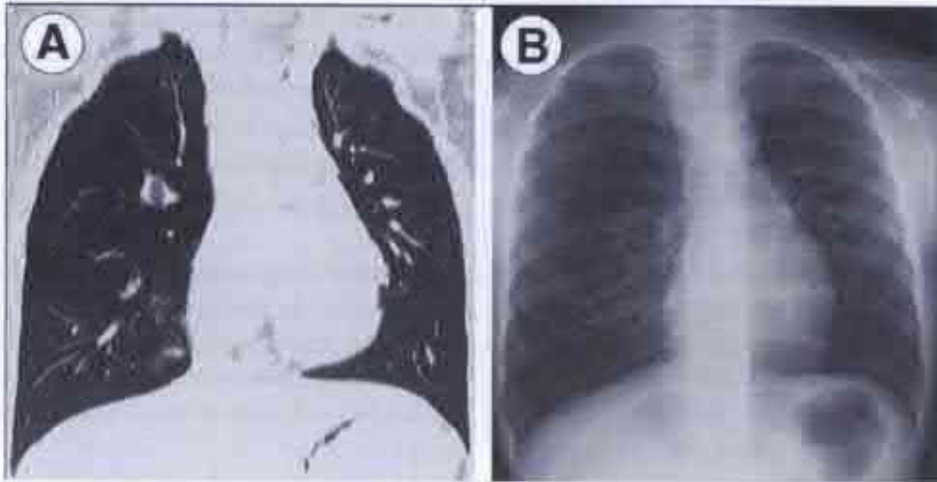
Tomografia computerizată a cutiei toracice (A) pune în evidență bronhocelul localizat în lobul superior, pe dreapta, hipertransparent și care nu poate fi vizualizat la examenul radiologic (B) (după Morikawa N. et al., 2005).
